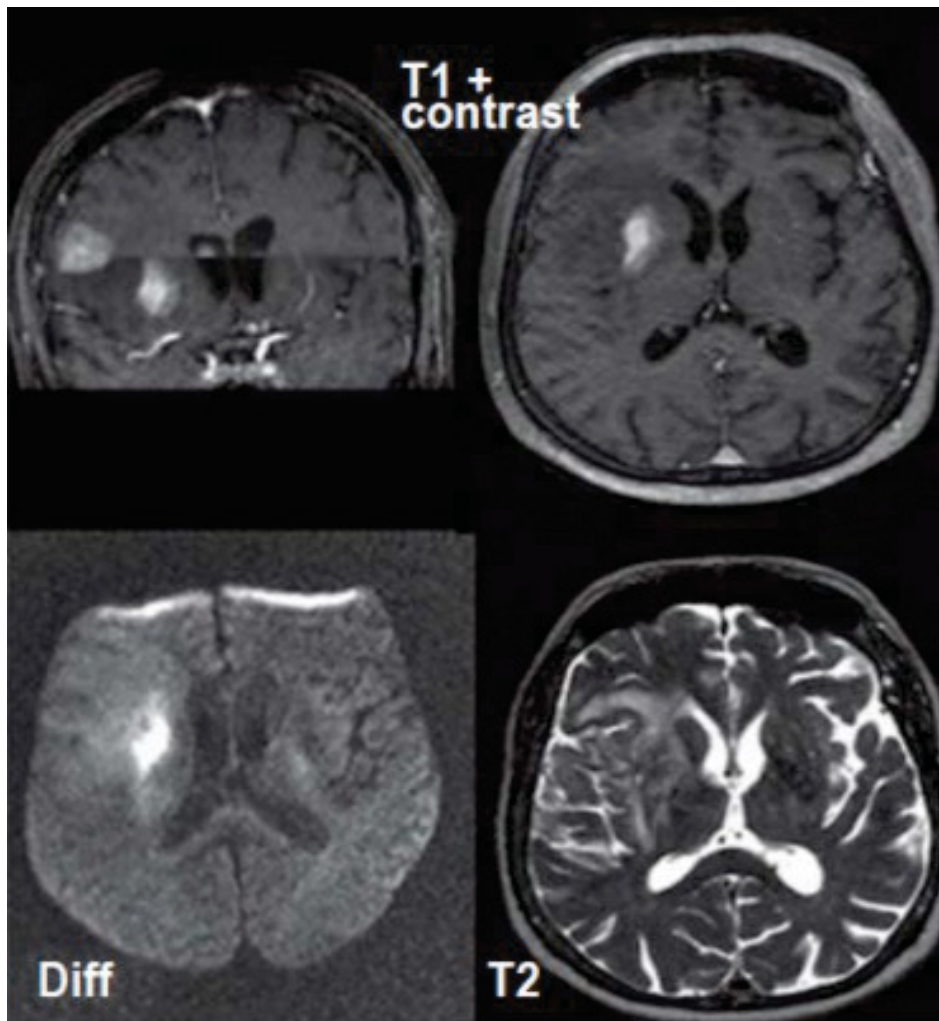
Kraniale Magnetresonanztomographie einer Patientin mit primärem ZNS-Lymphom (12). T1+contrast: T1-gewichtete Sequenz mit Kontrastmittel; T2: T2-gewichtete Sequenz; Diff: diffusions-gewichtete Sequenz.
